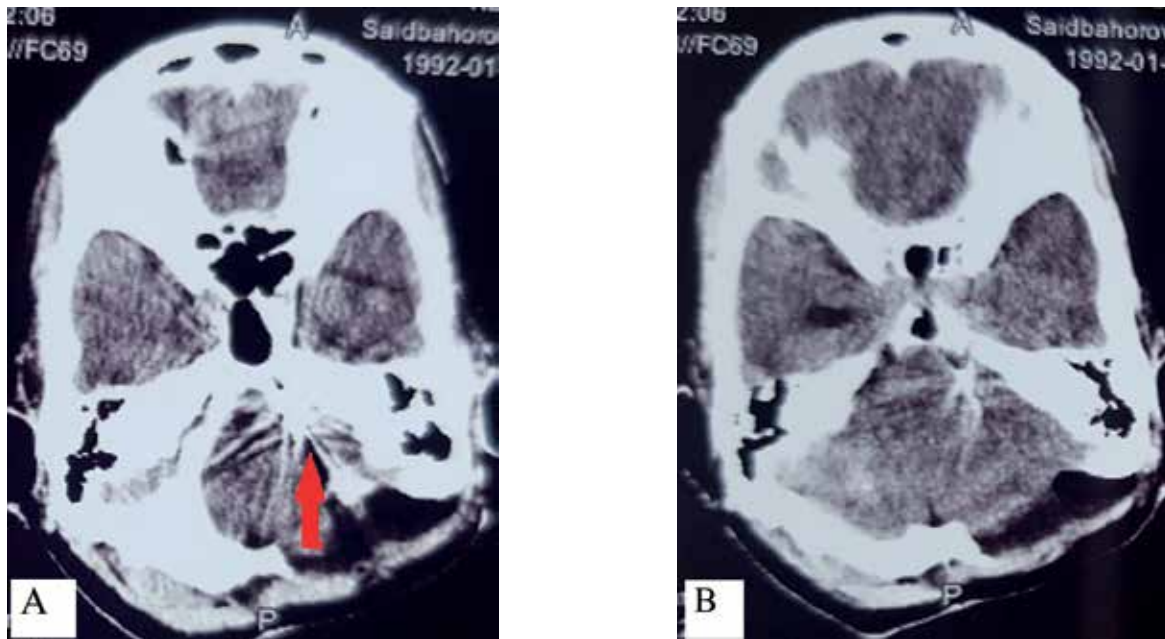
КТ головного мозга, 7-е сутки после выполнения открытого выключения ДА ЗНМА. А, В – аксиальные срезы участка наложенной на шейку аневризмы клипсы с наличием артефактов от неё (красная стрелка указывает на расположение клипсы); визуализируется участок с ишемическими расстройствами в черве мозжечка и левом его полушарии
